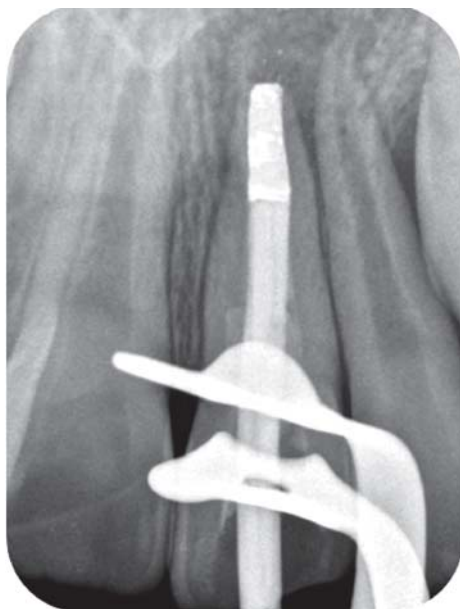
Radiografía de Cono de Gutapercha Prefabricado Maestro.
